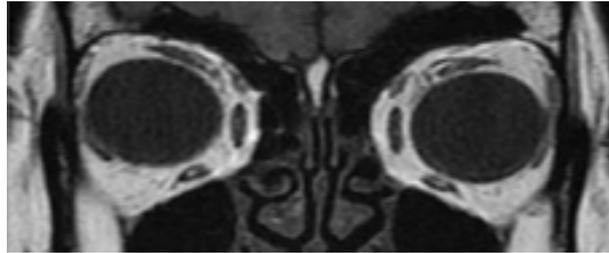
En la RMN se observa el desplazamiento nasal de RS, inferior de RL y nasal de RI.
